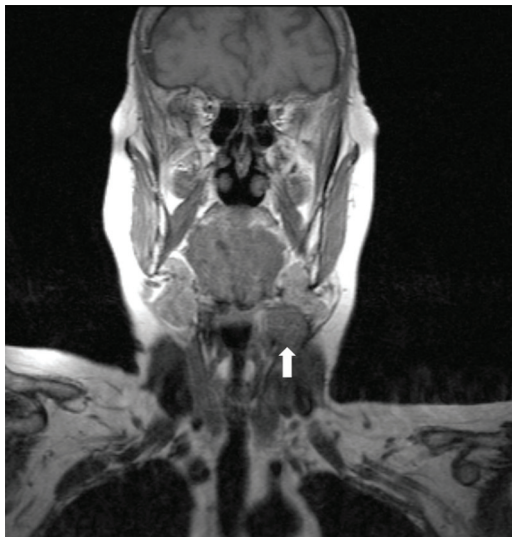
RMN DO PESCOÇO: ADENOMEGALIA LOCALIZADA MEDIALMENTE À GLÂNDULA SUBMANDIBULAR ESQUERDA TRADUZINDO RECIDIVA REGIONAL
